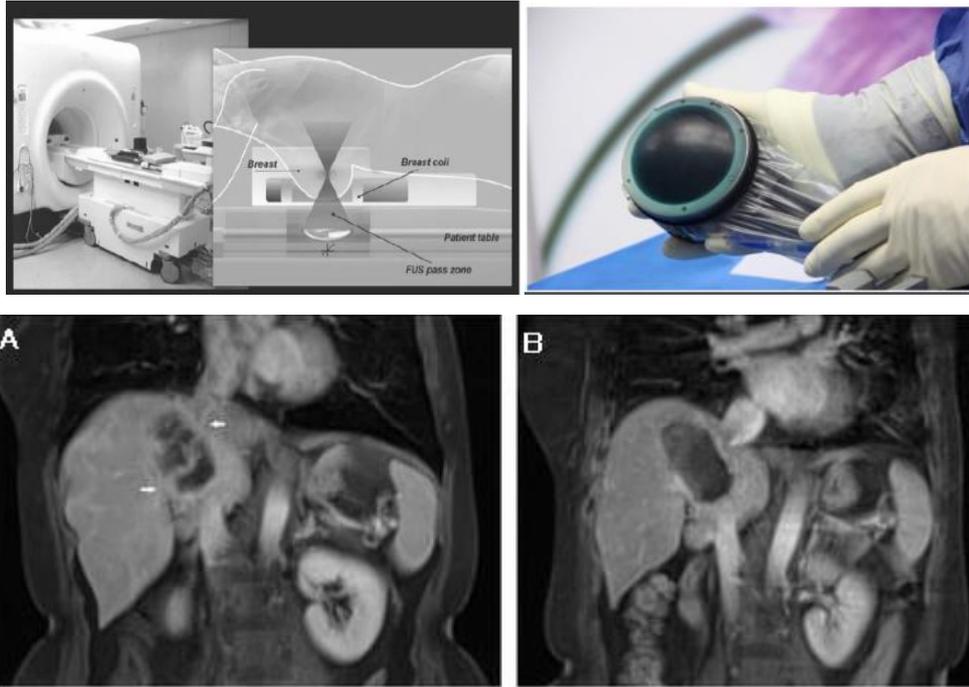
Imagen superior: tratamiento ablativo guiado por imagen HIFU y dispositivo. Imagen inferior. A: RMN con contraste mostró una lesión hepática ubicada entre el 1.º y el 2.º porta (flecha blanca). B: zona no perfundida completa (punta de flecha blanca) de todo el tumor después de la ablación con HIFU
